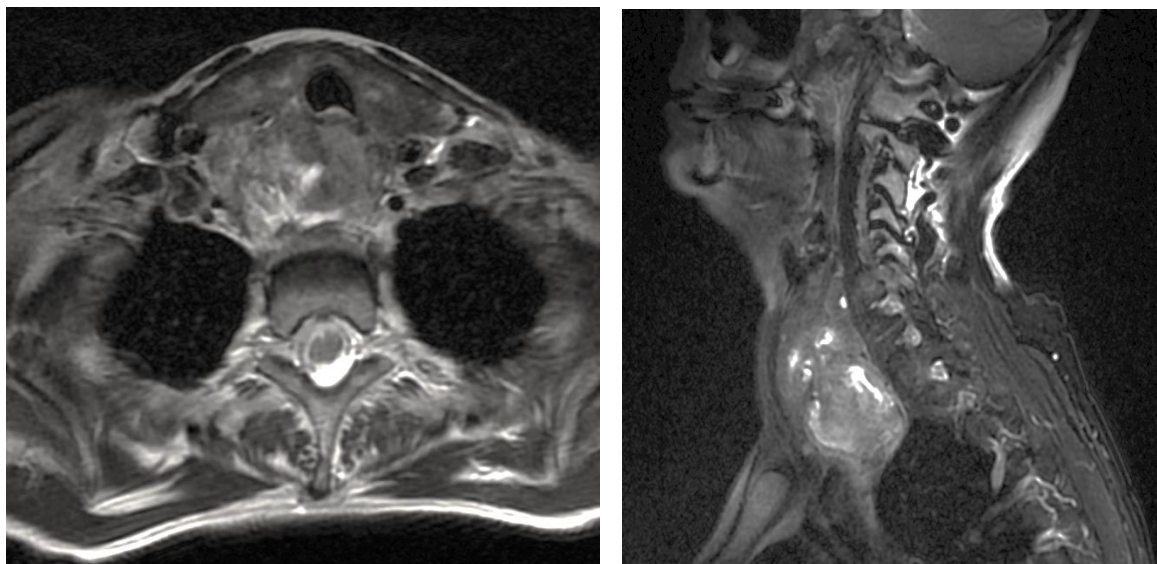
МРТ мягких тканей шеи в аксиальном и сагитальном скане пациента с раком шейного отдела пищевода
